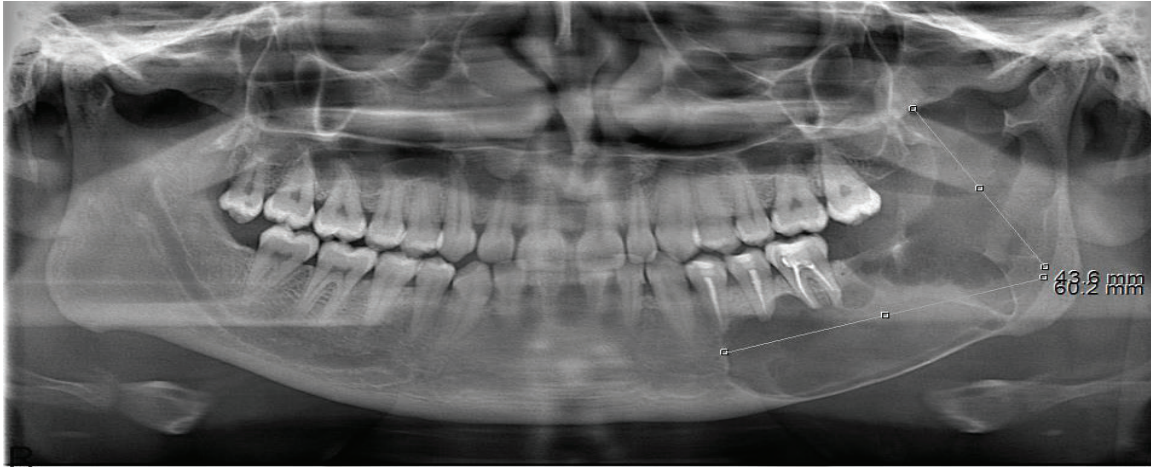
Initial Panoramic Radiograph of the Patient at Presentation
